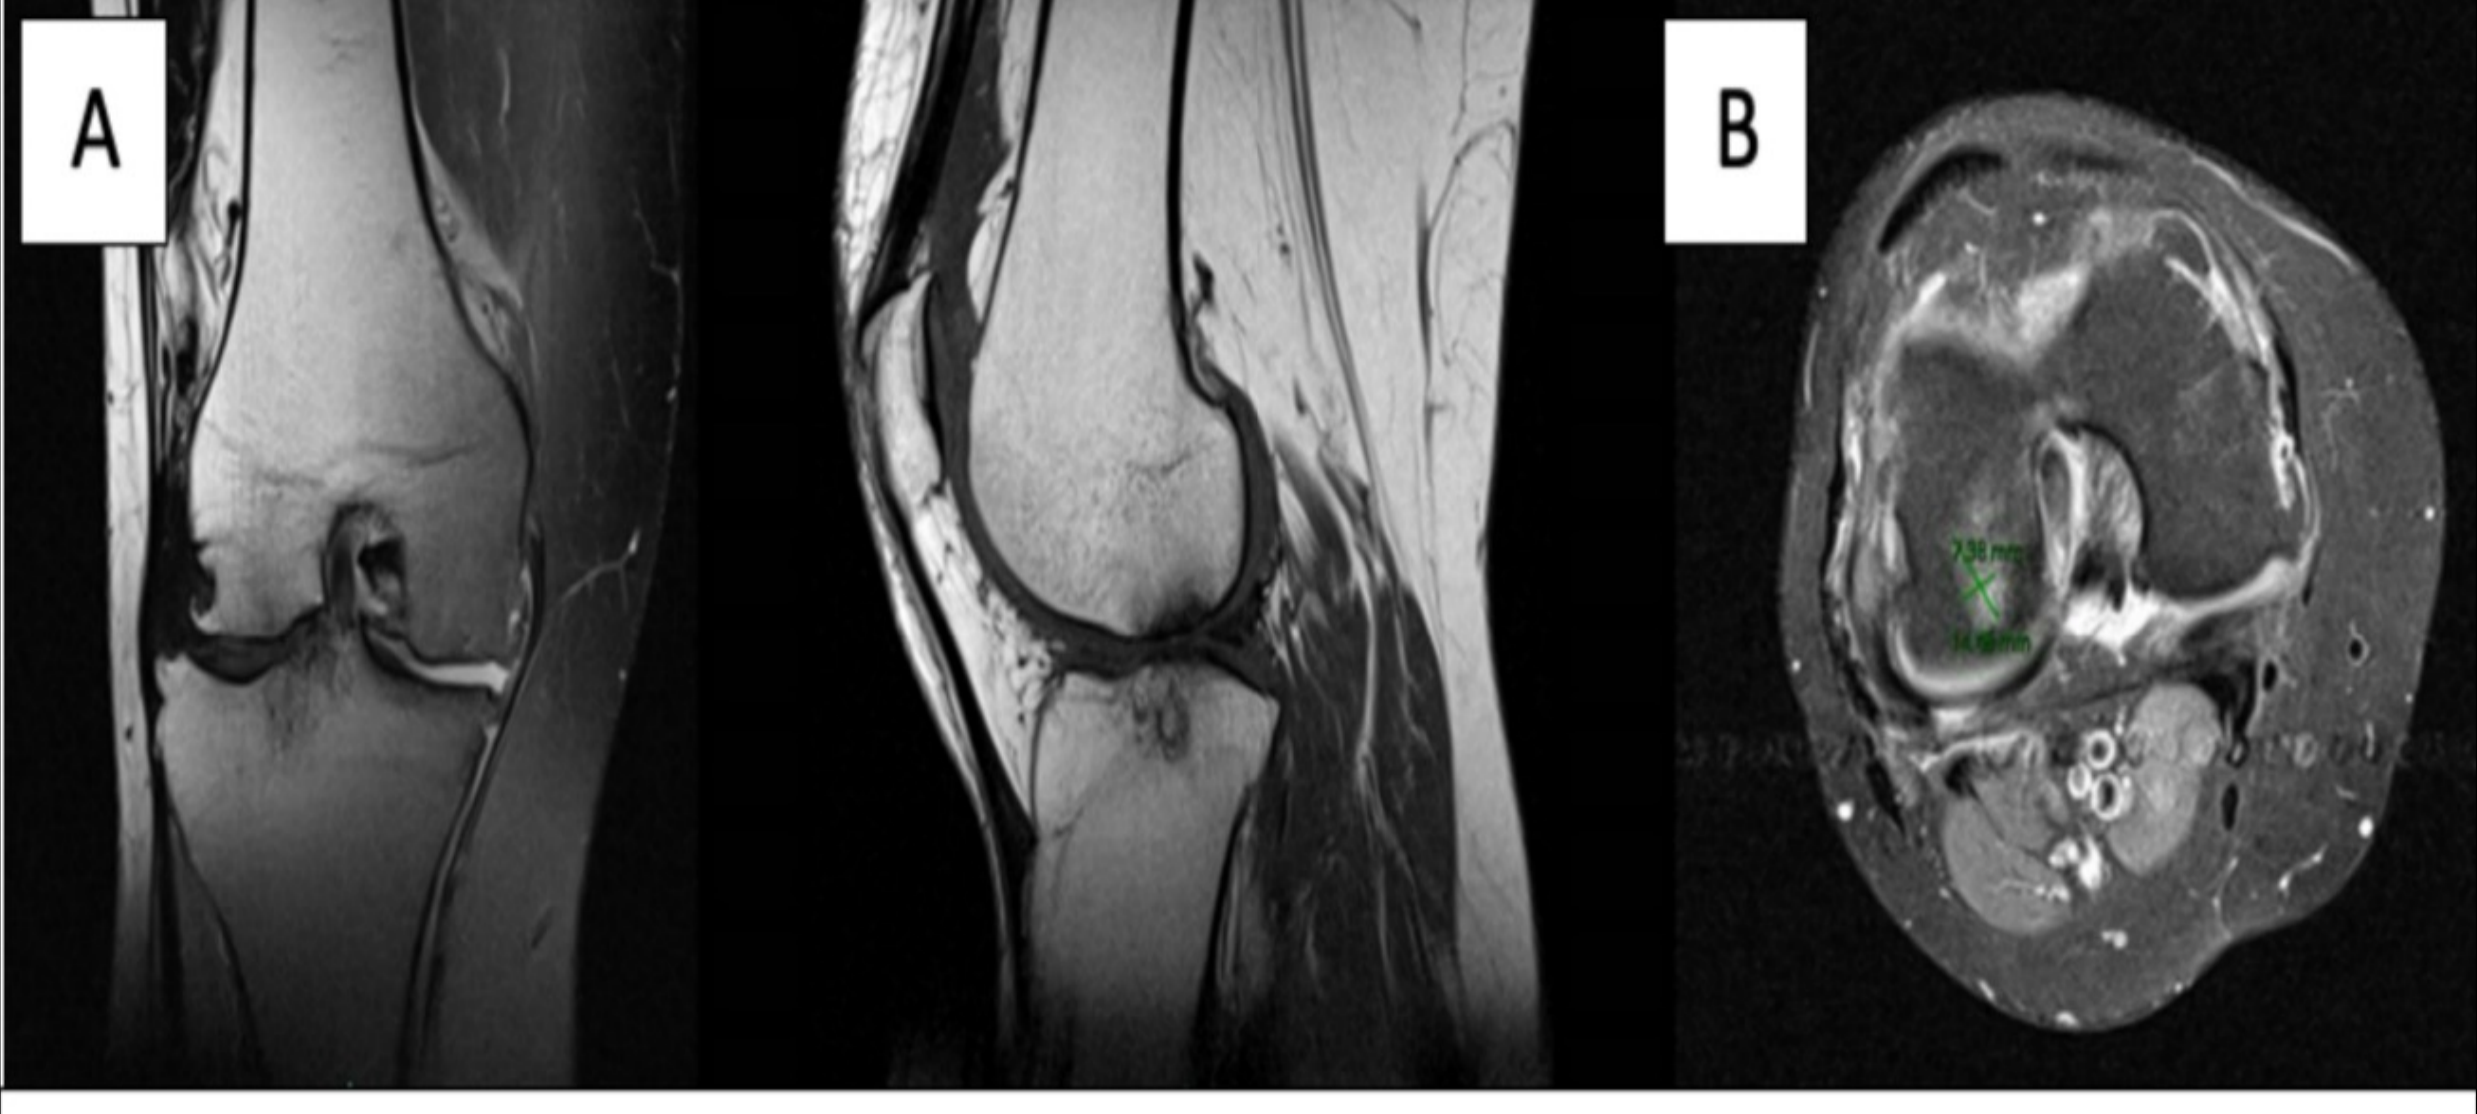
RMN rodilla derecha.
